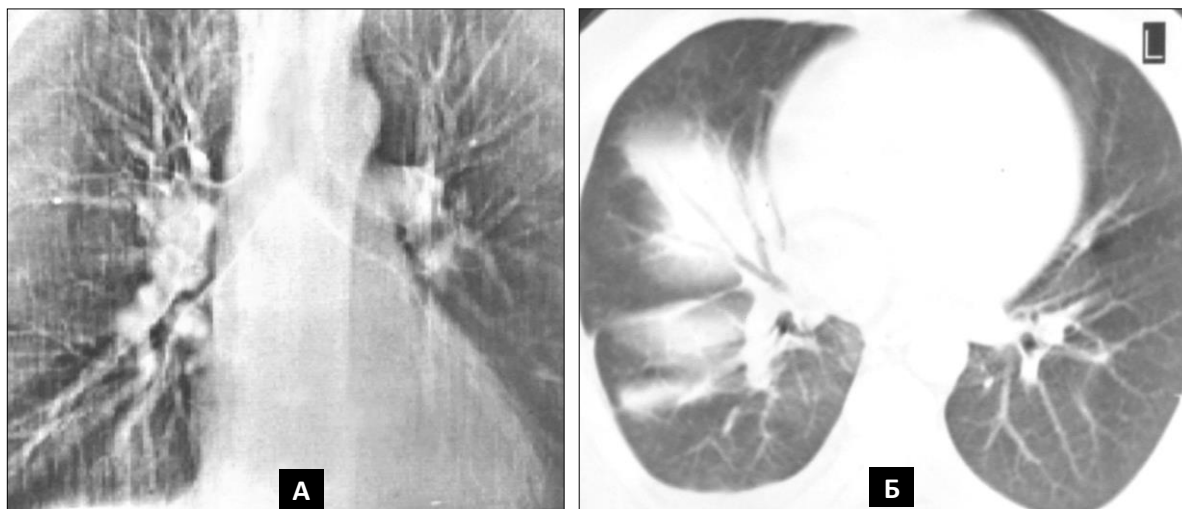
А. Больной А., 67 лет, с синдромом Рихтера. А – ЭРТГ органов грудной полости (трахеальный срез). Определяется прорастание увеличенных, плотной консистенции лимфоузлов в просвет промежуточного бронха справа. Б – компьютерная томография (аксиальный срез базальных отделов легких). Определяется сливная, многофокусная инфильтрация наддиафрагмальной области правого легкого.
